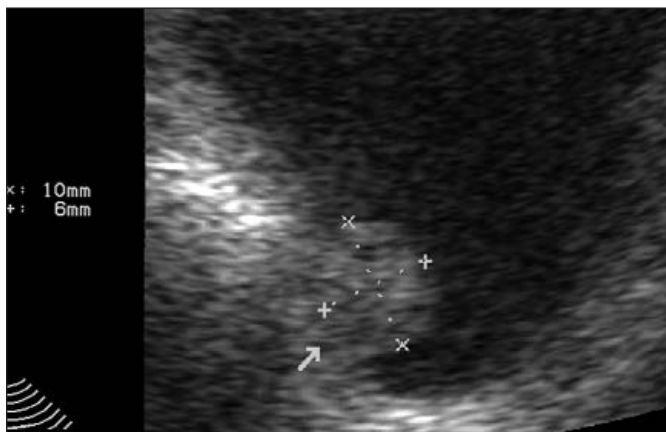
Ultrasonografický snímek - nádor na zadní stěně močového měchýře při zobrazovací frekvenci 5 MHz.
